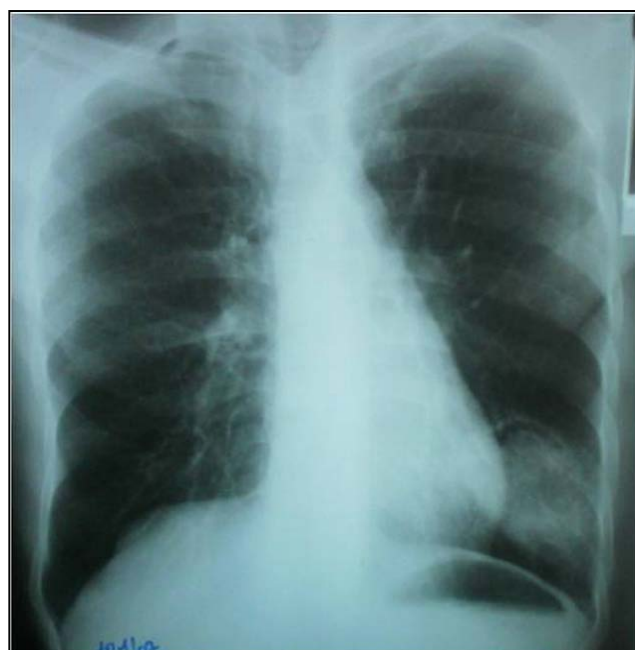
Radiographie thoracique de face montrant un kyste hydatique pulmonaire fissuré
